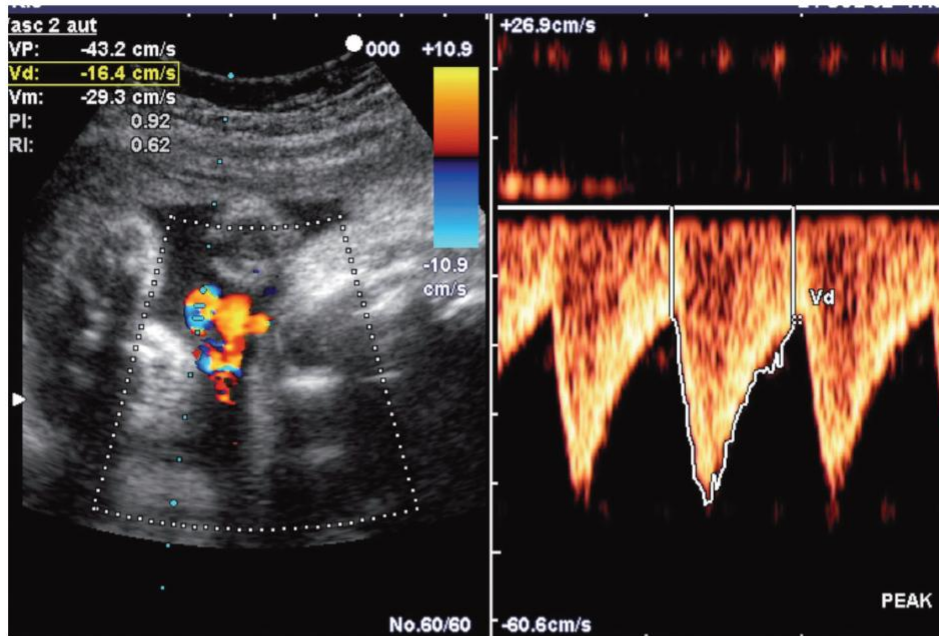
Flussimetria Doppler dell'arteria ombelicale normale, con bassa impedenza al flusso.
